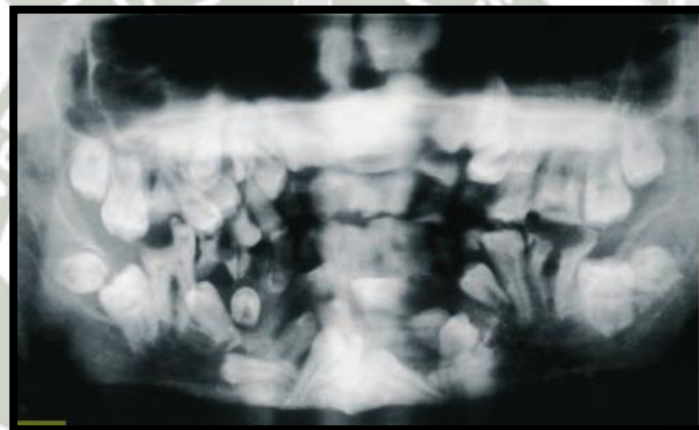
Radiografía Panorámica, presenta hiperodoncia múltiple.
